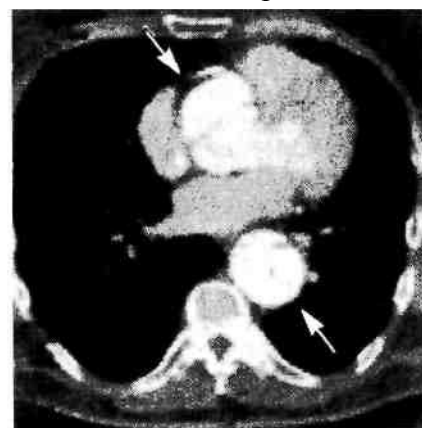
Расслаивающая аневризма аорты III типа. КТ-ангиограмма.
